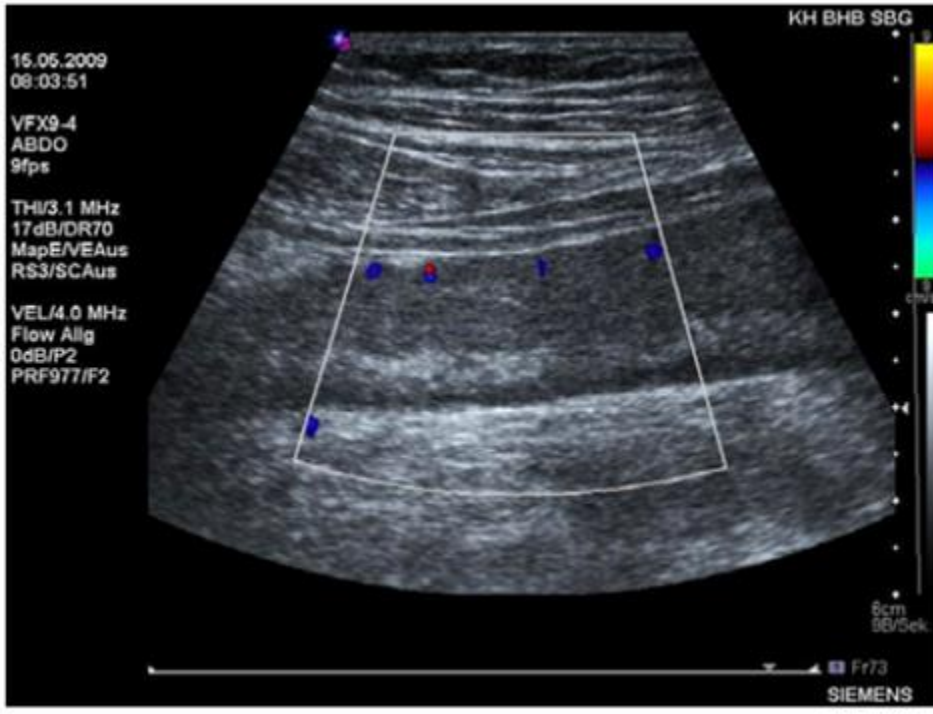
Ischemic colitis. A longitudinal sonogram (a) of the descending colon shows moderate wall thickening with indistinct stratification. Only few vessels could be demonstrated using Colour Doppler US (b).
